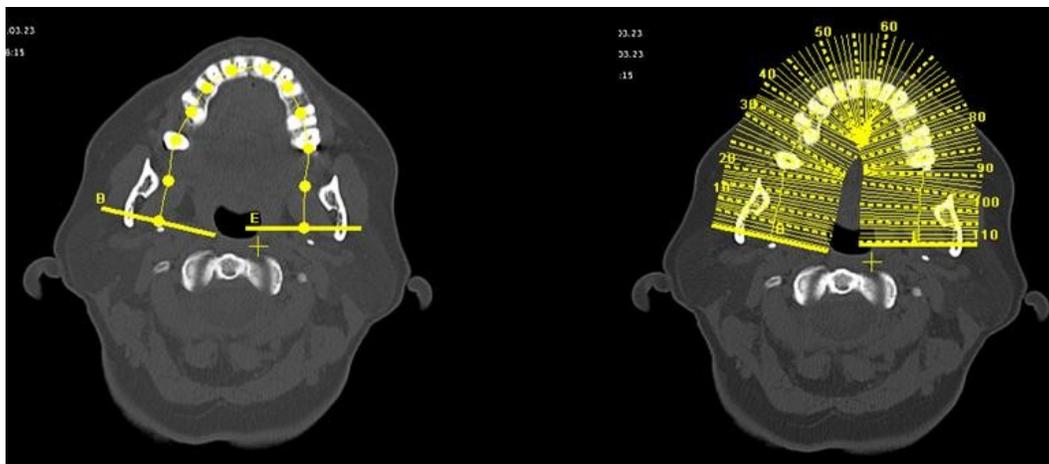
Tomografía Axial Computarizada ⁴⁷
